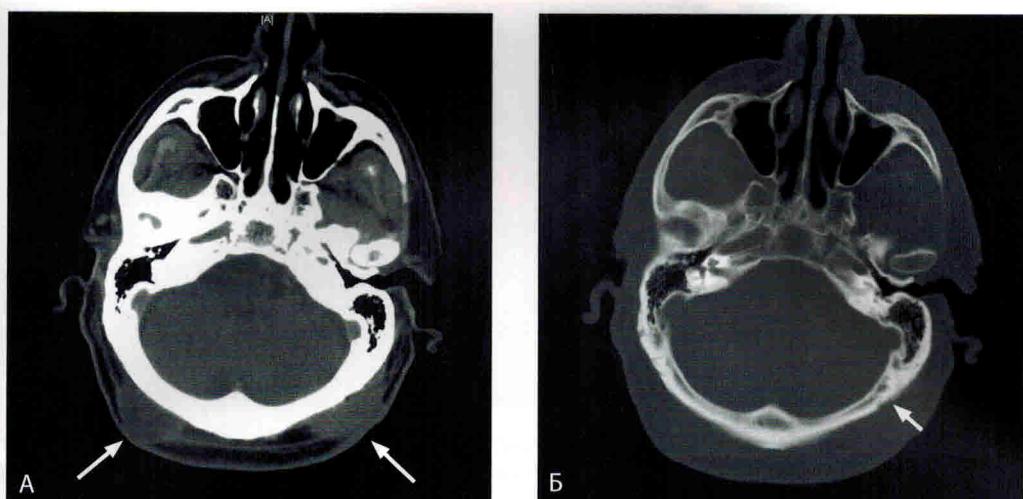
Компьютерные томограммы пациента с плоскоклеточным раком волосистой части головы, на которых в мягкотканном окне видны метастатические узлы (А) (показано стрелками) и в костном окне определяется эрозия свода черепа (Б) (показано стрелкой)
